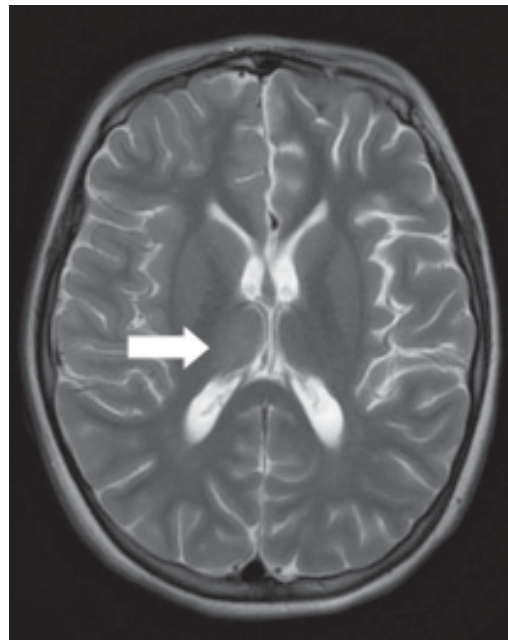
Resonancia magnética que muestra lesión en tálamo derecho.
